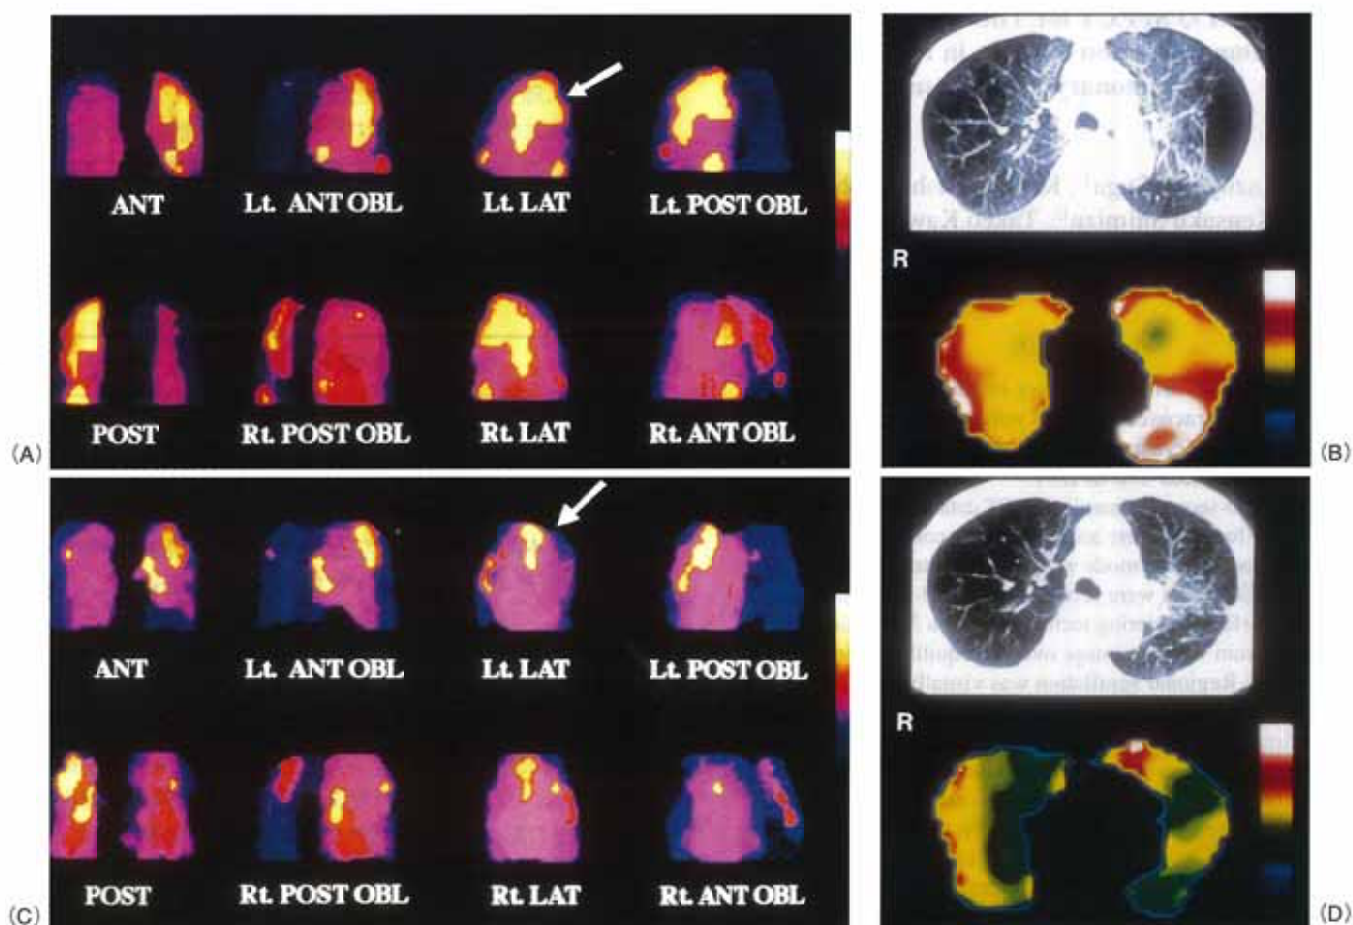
(A) Preoperative 3-D fusion images of 3-min washout over equilibrium in a 60-yr-old man with pulmonary emphysema clearly located Xe-133 retention sites in the left lung (arrow) (OBL = oblique). (B) The correlation of chest CT (top) and transaxial functional MTT image (bottom) at the Xe-133 retention site revealed that the most prolonged Xe-133 washout was localized at the emphysematous area of the left upper posterior lung (arrows), and that Xe-133 washout was more prolonged at this area than at the large bulla. (C) After thoracoscopic volume reduction surgery for the large bulla and emphysematous tissues in the left upper lung, 3-D fusion images showed a reduction in Xe-133 retention in the left lung (arrows) (compared to Fig. A). (D) Chest CT and functional MTT image at nearly the same lung level as in Fig. B. Compared to preoperation, the lung density was more homogeneous in both lungs, and Xe-133 washout in the left posterior lung was improved. Xe-133 washout-time (T1/2) both in the entire right and left lungs was also improved (preoperation: 100.1 sec and 117.1 sec vs. postoperation: 72.4 sec and 68.1 sec, respectively).
